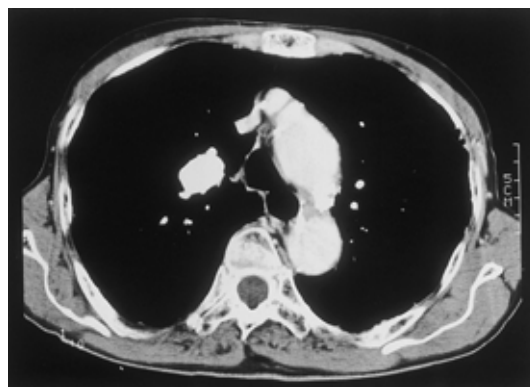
Enhanced chest CT scan (case 2), showing a well-defined nodular lesion in the right S¹.
